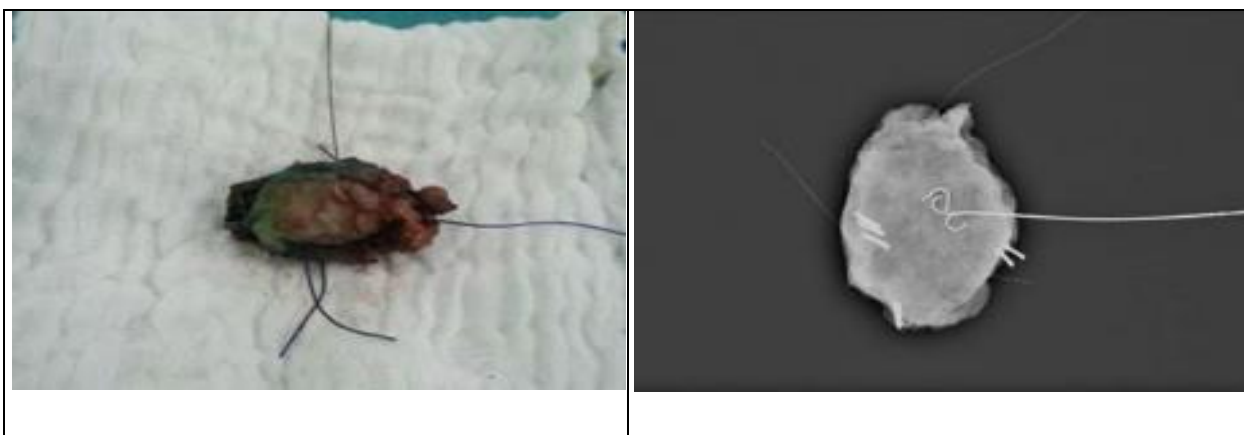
Фото и фрагмент рентгенограммы маркированного операционного материала после выполнения эксцизионной биопсии НОМЖ по локализационной игле (ЕМС, 2013)
